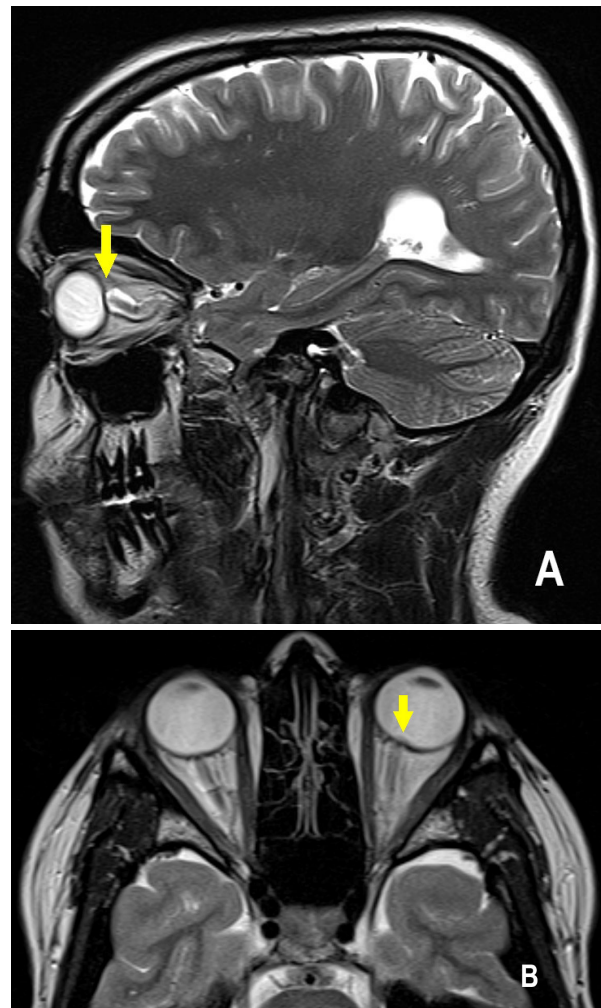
Aspects IRM de l'hypertension intracrânienne idiopathique (suite).
